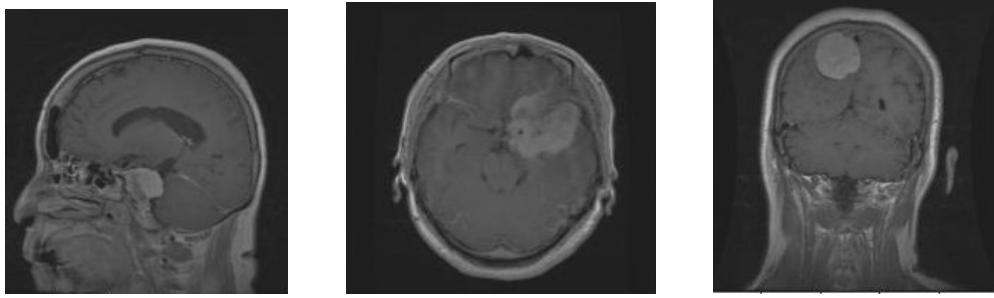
Examples of the three MRI slices from different patients (left: sagittal, middle: axial, right: coronal).
